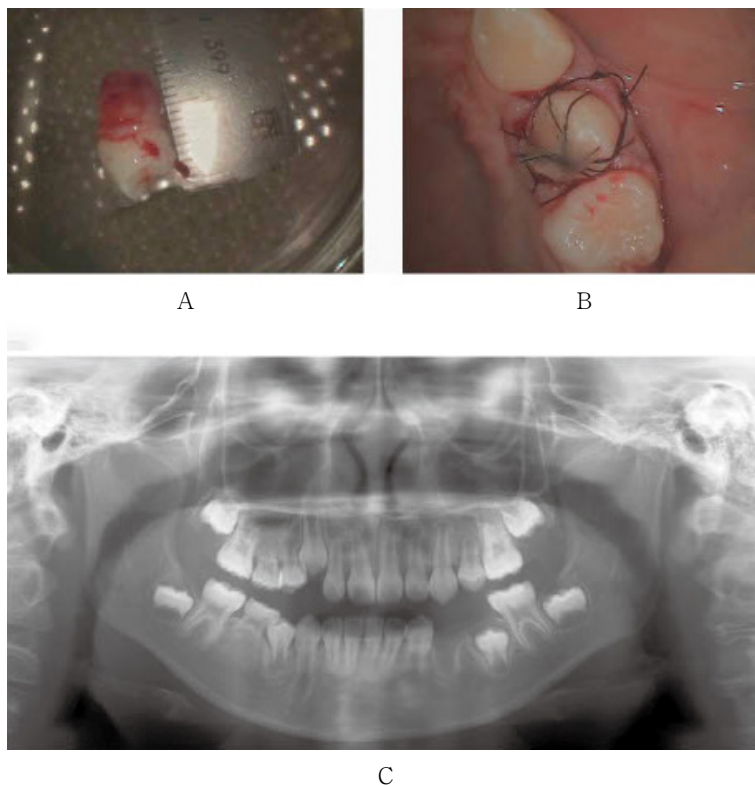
Photographs and panoramic radiograph of the transplanted tooth
